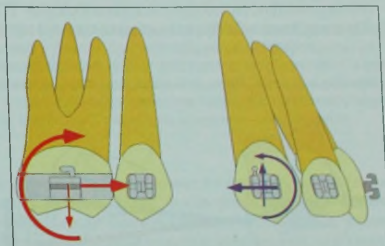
Компоненты системы сил закрытия экстракционных промежутков. Действие сил и моментов сил на передние зубы показано синими стрелками, действие на жевательные зубы — красными. Альфа-моменты показаны более тонкими стрелками, чем бета-моменты; таким образом, вертикальные силы интрузивны для передних зубов и экстрозивны для жевательных. Если альфа-момент больше бета-момента, вертикальные силы могут оказаться направленными противоположно.
